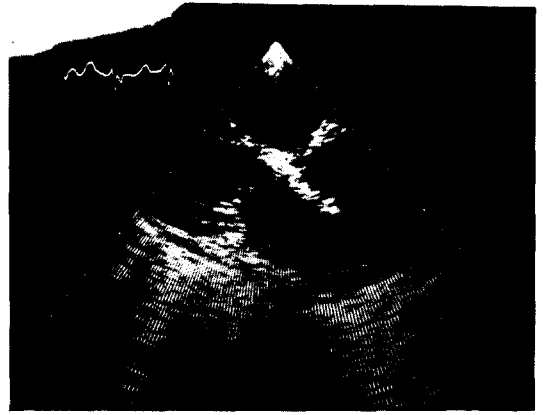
Postoperative echocardiogram.
